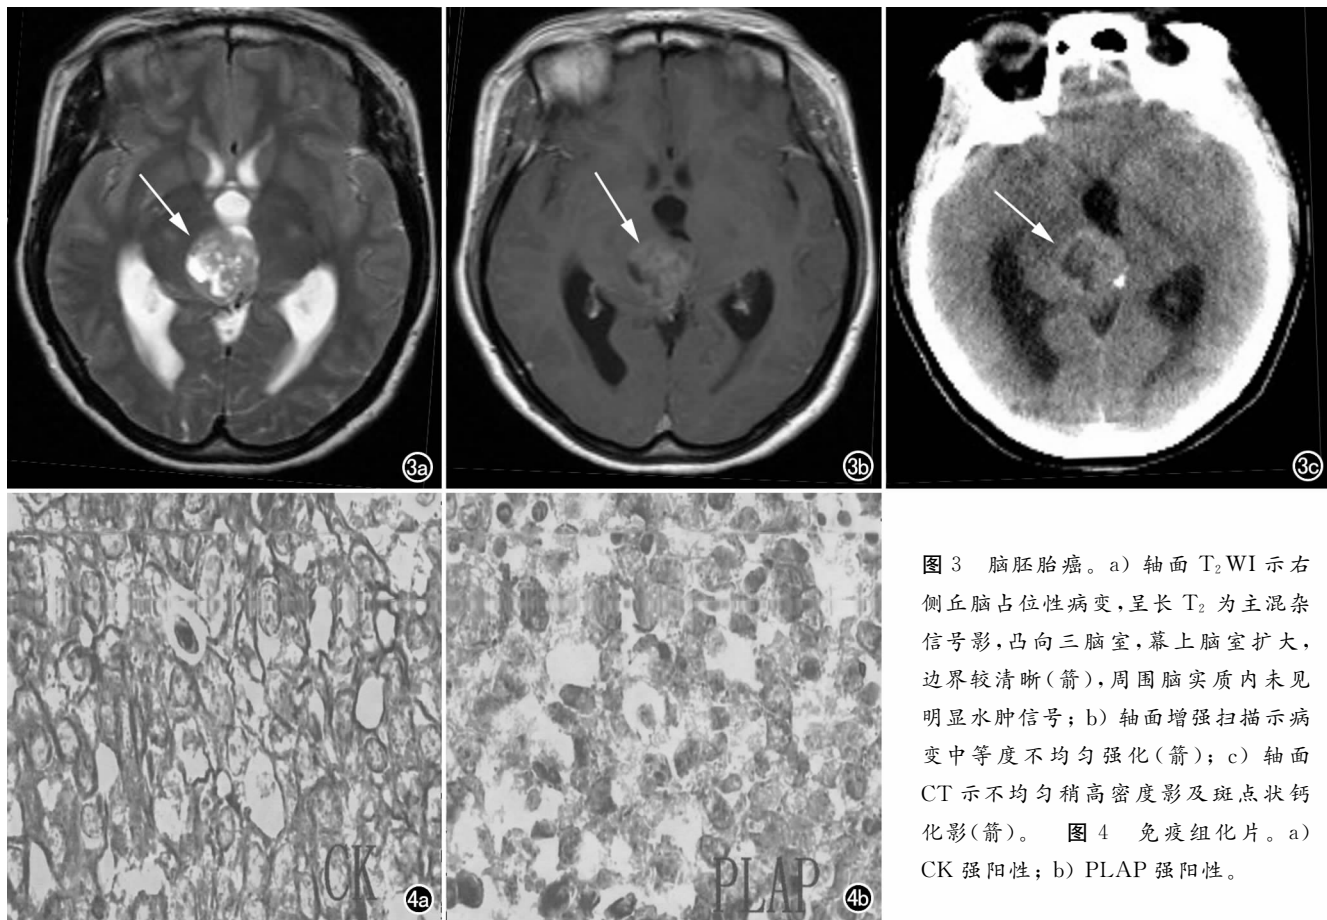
脑胚胎瘤。a) 轴面 T_2 WI 示右侧丘脑占位性病变,呈长 T_2 为主混杂信号影,凸向三脑室,幕上脑室扩大,边界较清晰(箭),周围脑实质内未见明显水肿信号; b) 轴面增强扫描示病变中等度不均匀强化(箭); c) 轴面 CT 示不均匀稍高密度影及斑点状钙化影(箭)。图 4 免疫组化片。a) CK 强阳性; b) PLAP 强阳性。
